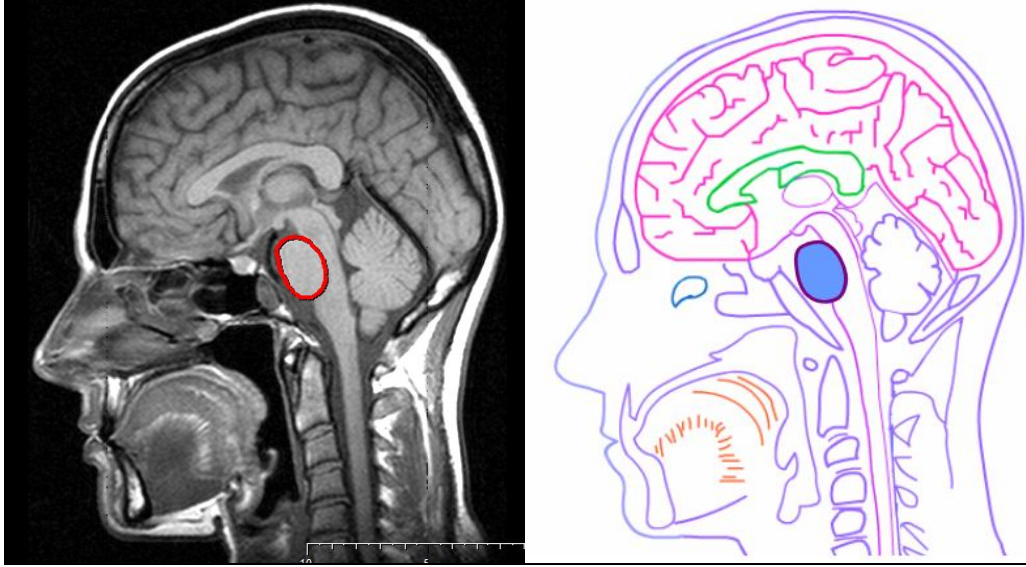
Midsagittal cranial MRG kesitinde FCPA için referans alınan noktalar
